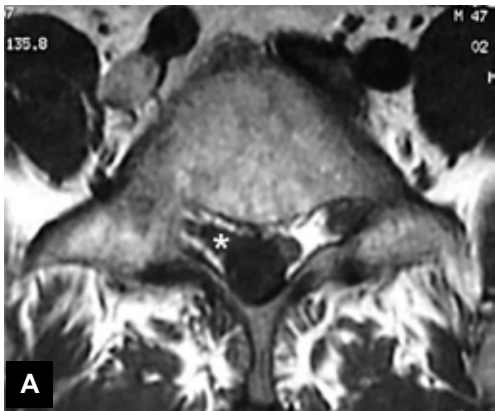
A y B. RM Axial T1 y T2 al nivel medio de L-5. La vaina radicular L-5 derecha (*) se aprecia ensanchada, con dos raíces visibles en la imagen T2 (Flechas).
